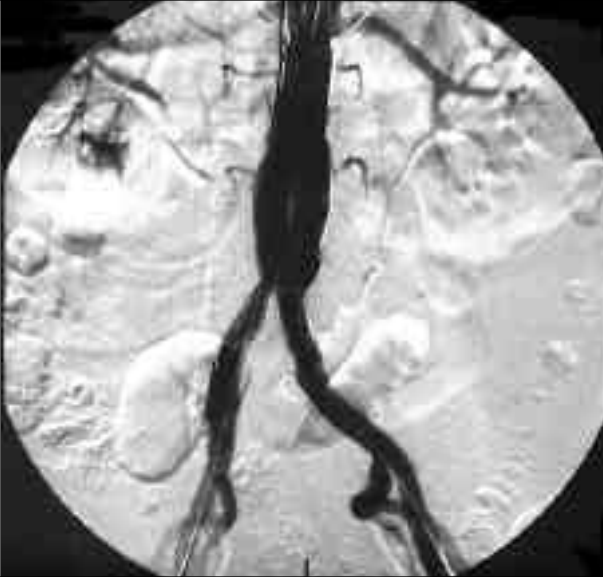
Aynı olgunun stent-greft implantasyonu sonrası kontrol anjiyografisi.
